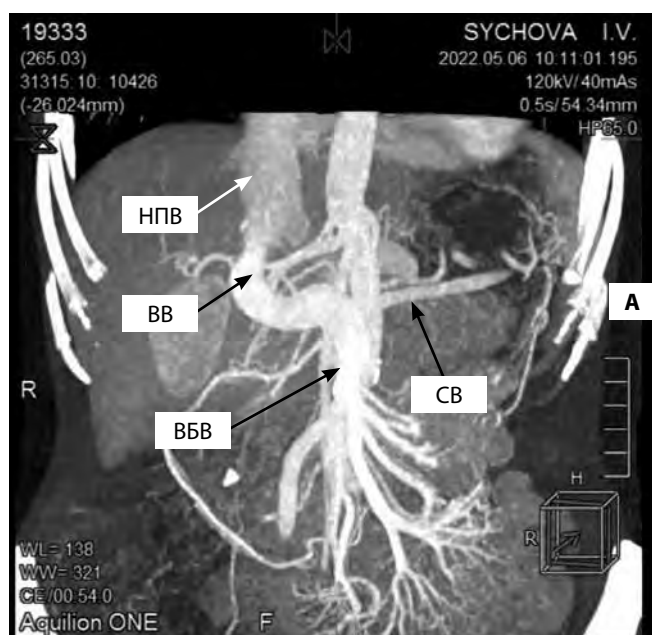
КТ-флебография: реконструкция изображений по методу максимальной интенсивности во фронтальной плоскости (А), трехмерная реконструкция (Б). Мальформация Абернети Ib.
